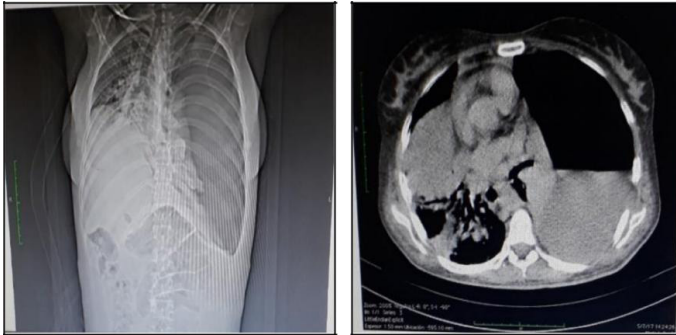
Tomografía Axial Computarizada de tórax (TAC)
